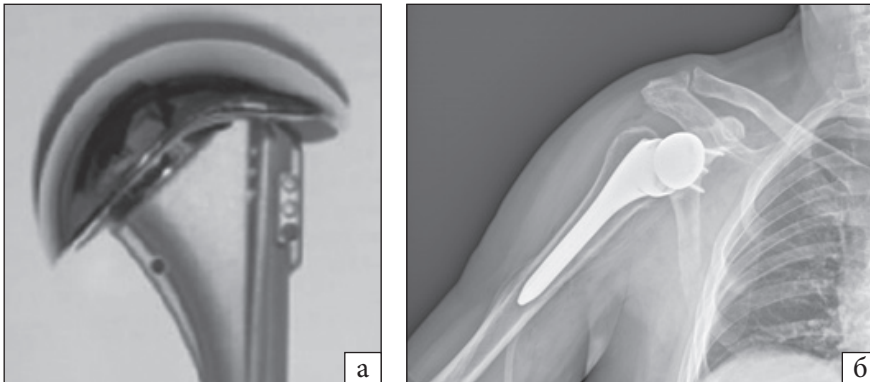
Вигляд ендопротезів, які використовуються у хворих із ротаторною артропатією: а) з великою головкою (CTA head shoulder), б) реверсивний
